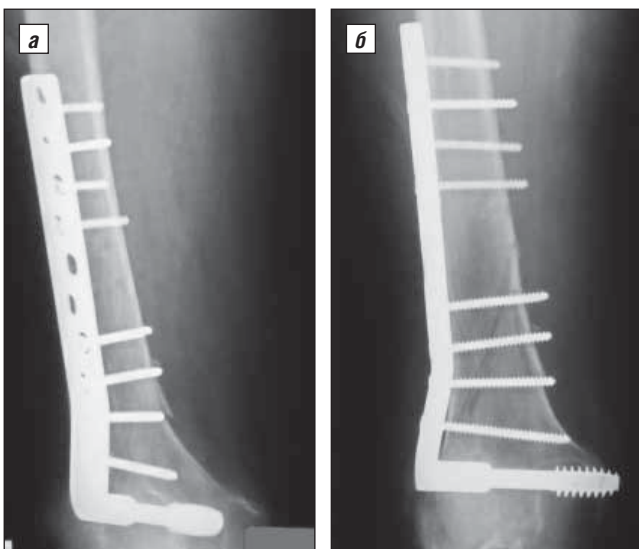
Больная К.; выполнен остеосинтез перелома нижней трети правого бедра фиксатором DCS; 5-е сутки после операции; впервые рентгенологически выявлен гонартроз II–III стадии; а — боковая проекция, б — прямая
